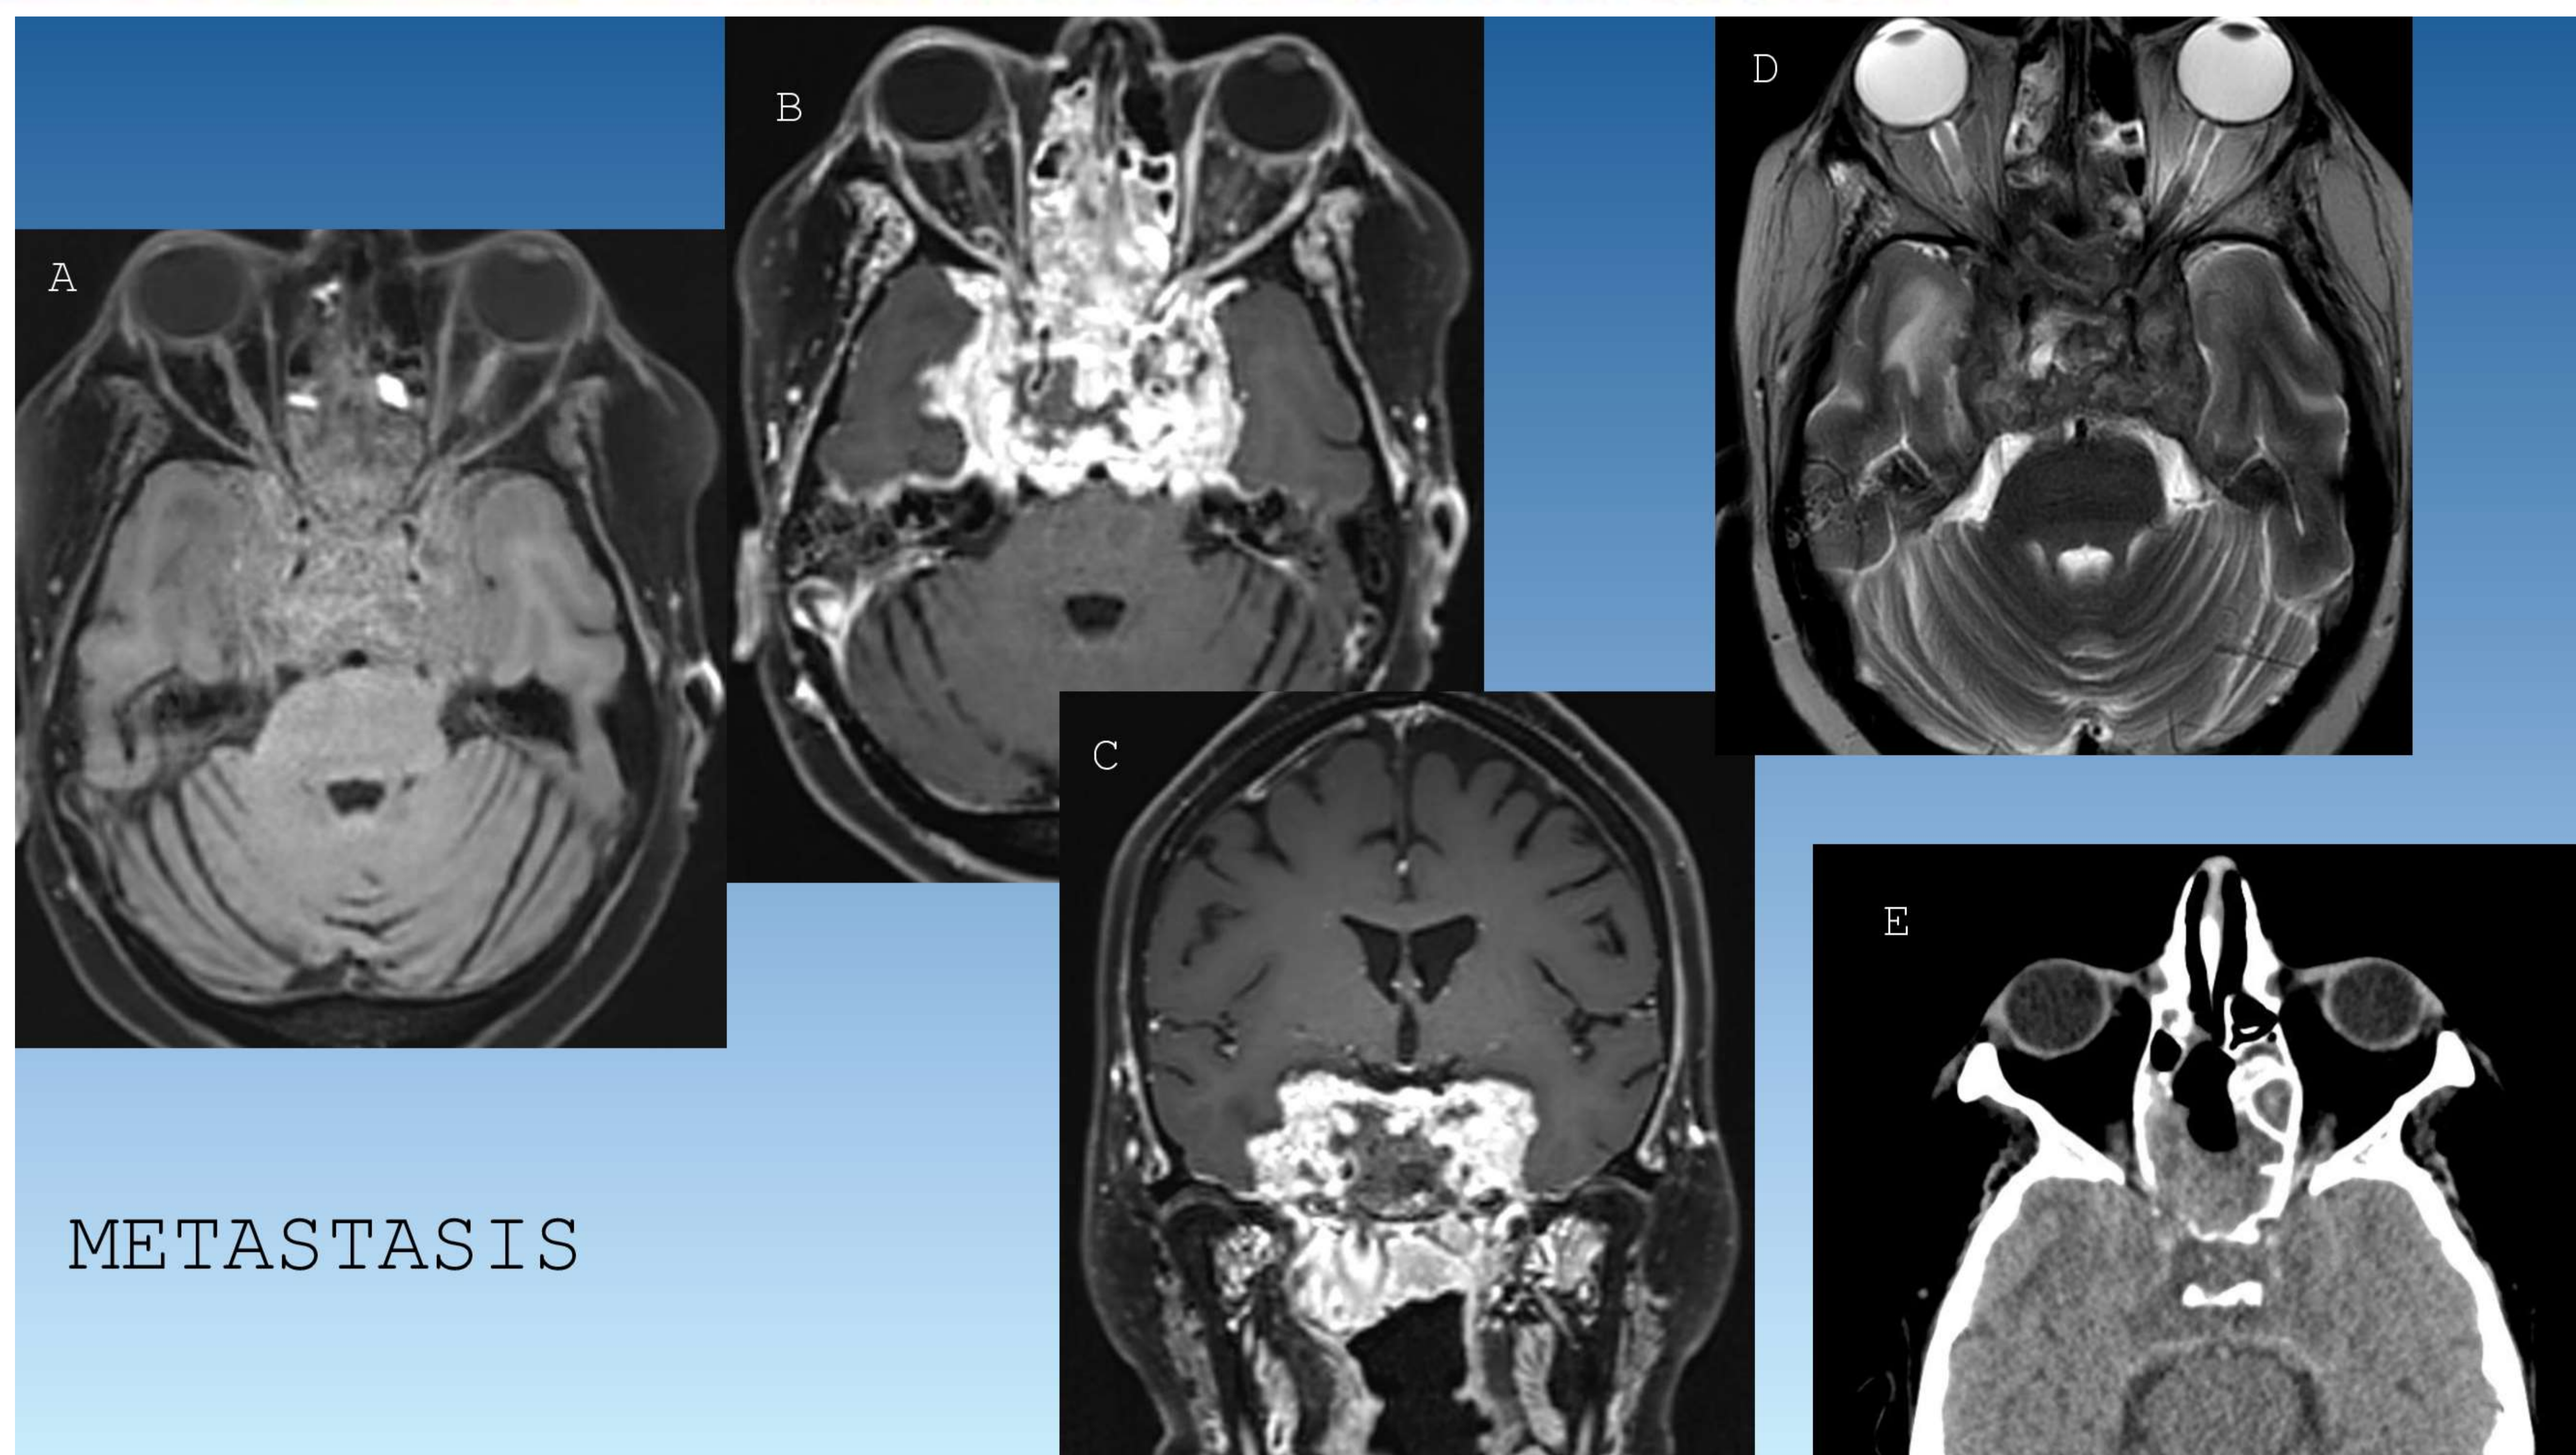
Metástasis. Lesión central agresiva con ocupación selar, invasión y expansión de ambos SC, con destrucción ósea e invasión sinusal esfenoidal y nasal. En RM presenta señal intermedia heterogénea en T1 (A), intenso realce (B, C), señal heterogénea en T2 (D). En TAC (E) se observa masa de atenuación de partes blandas con signos de destrucción ósea con invasión paranasal esfenoidal y de ambos SC.
